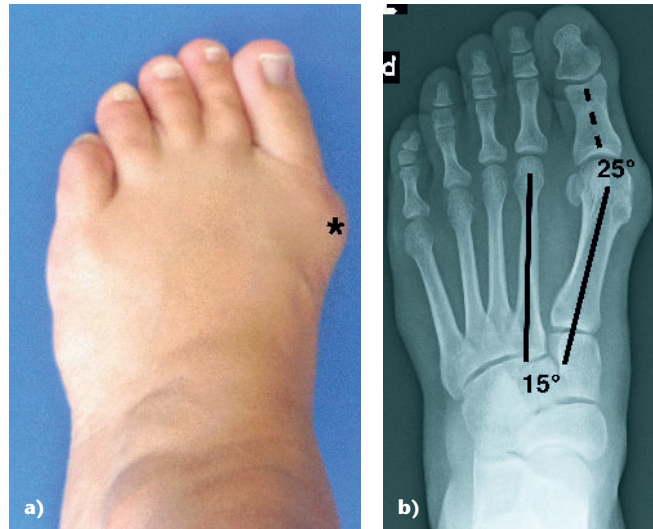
b a) Klinisches Bild eines moderaten Hallux valgus mit deutlicher Lateraldeviation der Großzehe im Großzehengrundgelenk. Am medialen Metatarsale-I-Kopf zeigt sich im Vergleich zur Abbildung 1a eine deutlichere Prominenz (*). b) Native p.-a.-Röntgenaufnahme des Fußes aus Abbildung 2a. Der IM-I/II-Winkel ist auf 15° und der HV-Winkel auf 25° verbreitert. Im Vergleich zum Befund aus der Abbildung 1b zeigt sich eine zunehmende Subluxation im Großzehengrundgelenk.
